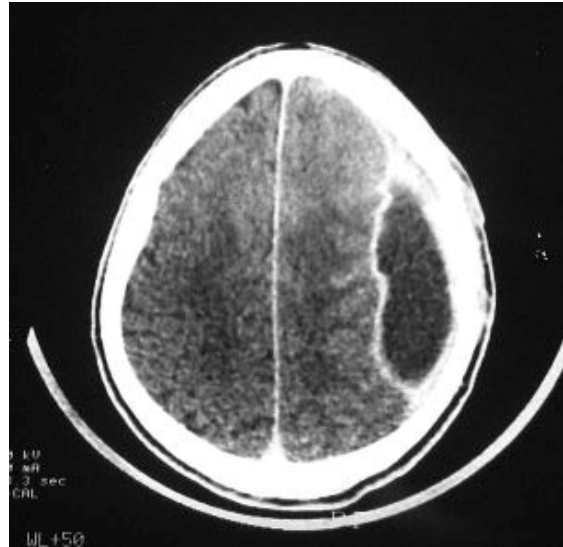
B : TDM cérébrale du même patient, coupe axiale avec PDC.
